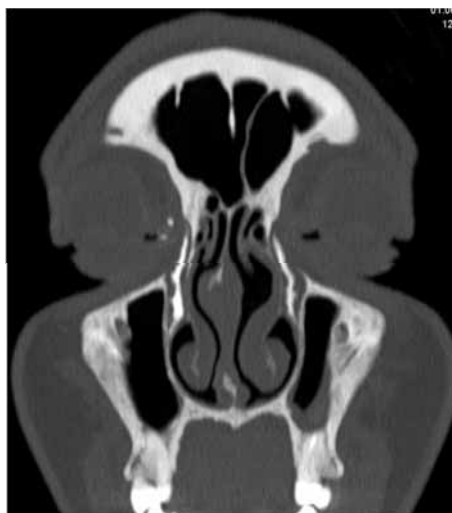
Компьютерная томография слезных путей и околоносовых пазух. Коронарная проекция. Контраст прослеживается на всем протяжении слезных путей.
